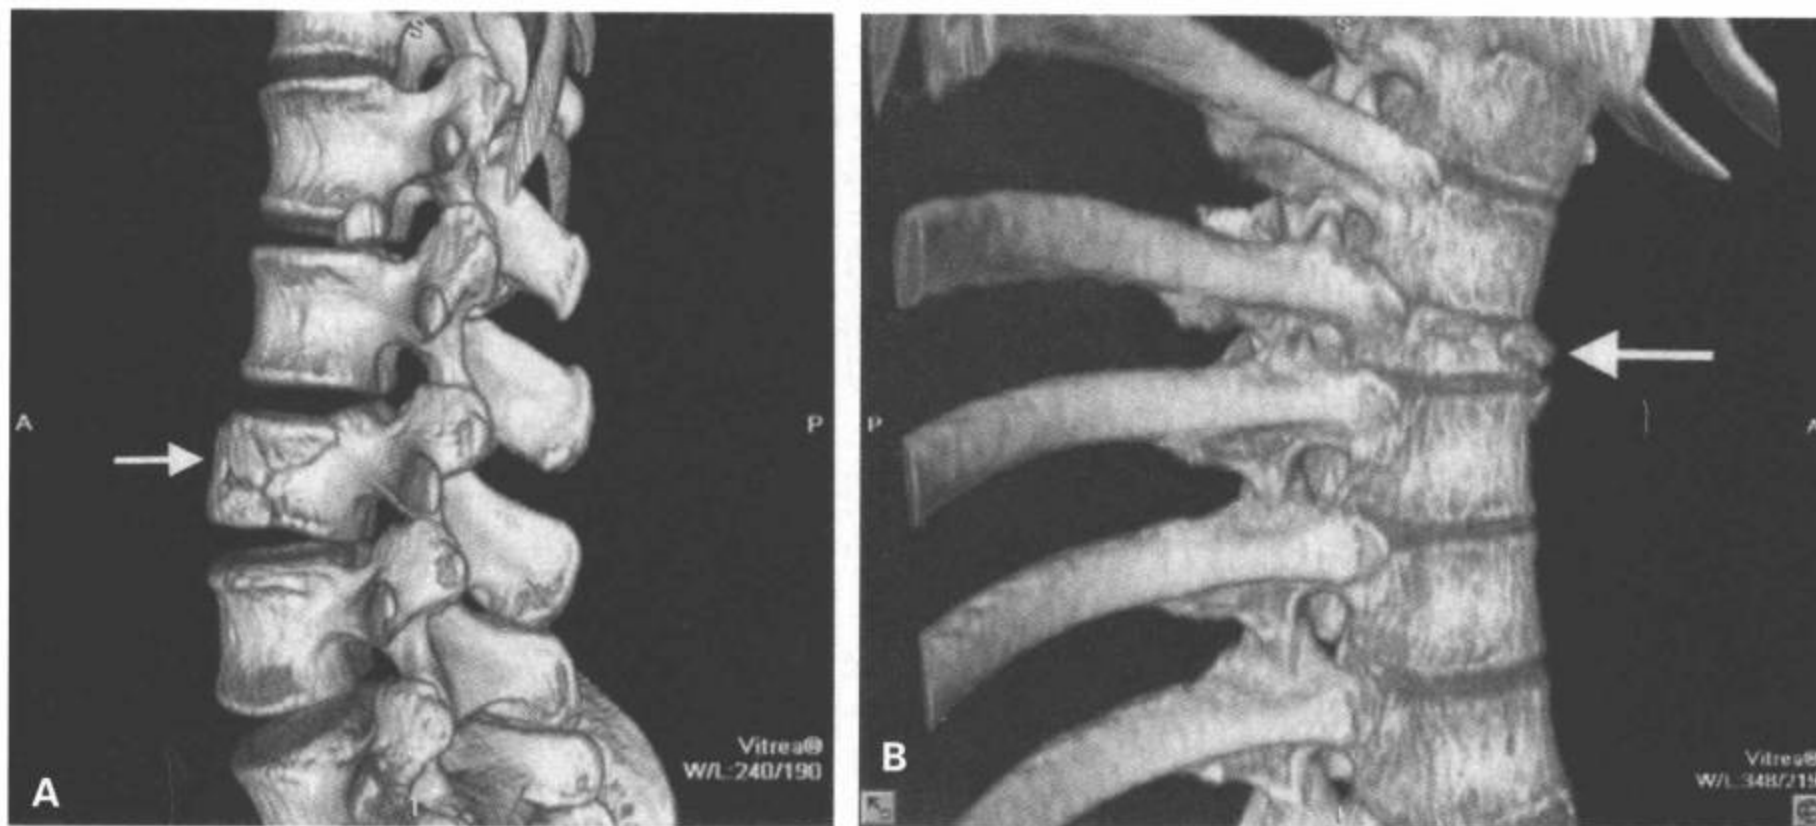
损伤的轴向负载机制。CT 3D 容积再现图像显示腰椎爆裂型骨折（A中箭）和胸椎爆裂型骨折（B中箭）。
